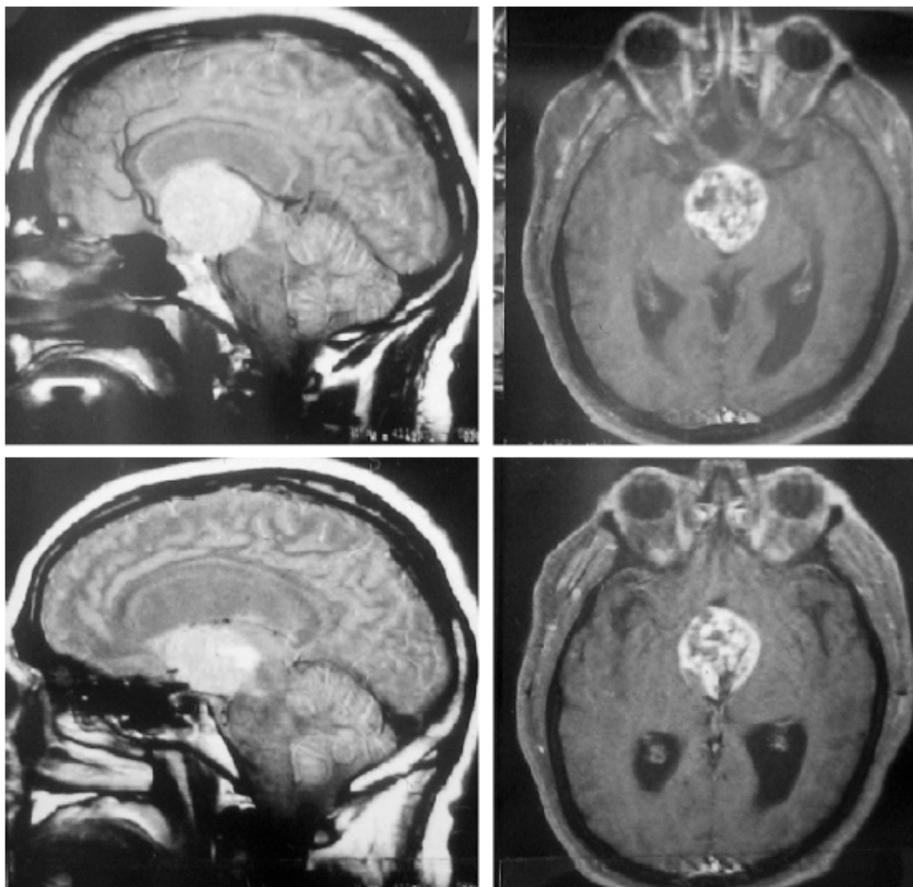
IRM, séquence T1 avec injection de gadolinium : craniopharyngiome intraventriculaire.
